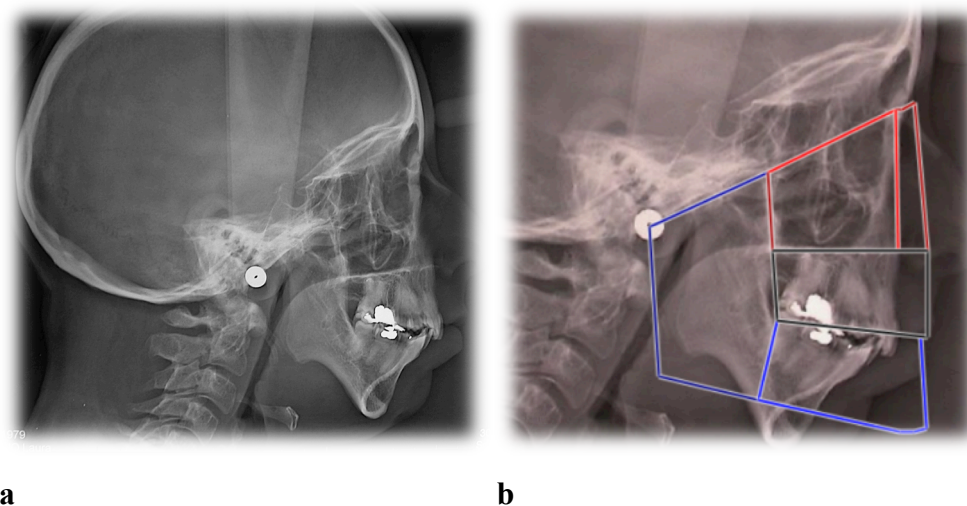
a) Téléradiographie de profil d'une jeune femme atteinte de sclérodermie b) analyse architecturale (cas personnel de l'auteur reproduit avec permission, 2010 (67))
